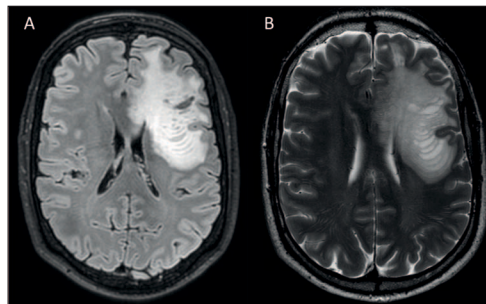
Axial FLAIR (A) and T2-weighted (B) brain MRI showing a left frontal tumefactive lesion, mainly subcortical, presenting with T2 and FLAIR hypersignal, and a distinct pattern of alternating bands of hyper and hyposignal on T2, corresponding to lamellae of the typical onion bulb appearance of BCS.
